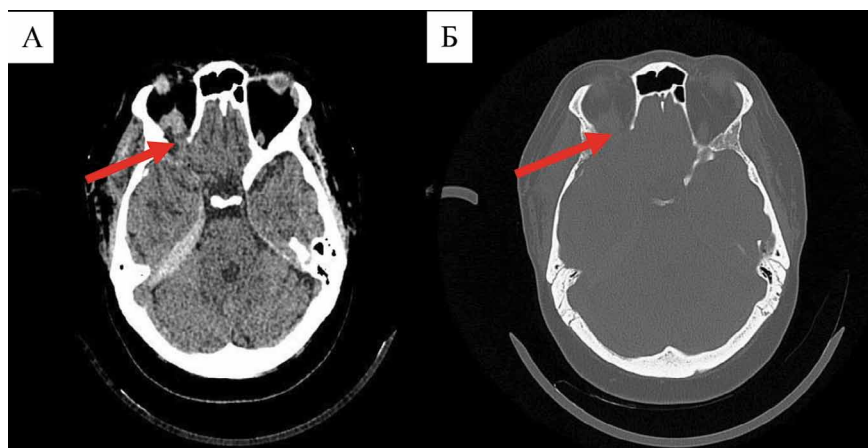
Компьютерная томография головного мозга после оперативного лечения. (А) Аксиальный срез; (Б) Аксиальный срез, костный режим, красной стрелкой указана декомпрессия крыши правой орбиты, образование частично удалено.
